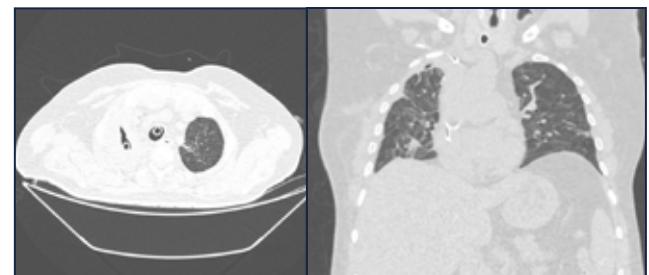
Tomografia de tórax em cortes axial e coronal no sétimo pós-operatório.
